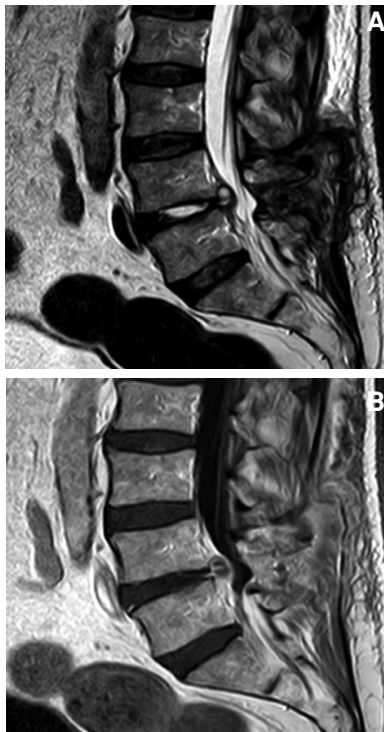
IRM coupe sagittale T2 (A) et T1 gadolinium (B). Aspect de fantôme discal postopératoire normal sur un contrôle à 1 mois pour lombalgie persistante apyrétique. Même patient contrôlé à trois mois, IRM coupe sagittale T1 gadolinium fatsat (C). Disparition complète de l'image épидurale postérieure. En revanche la lombalgie est expliquée par l'aspect de spondylodiscite torpide avec une prise de contraste intense avec érosion des plateaux, ainsi qu'un pincement discal marqué rapidement évolutif.
